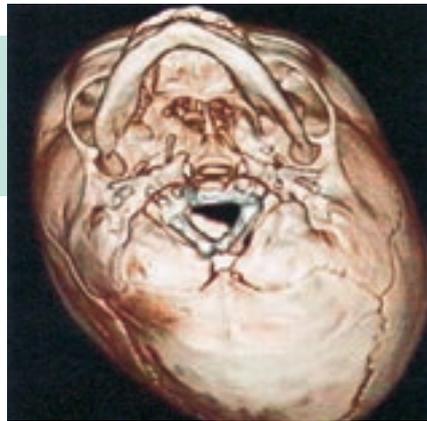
3-D-CT eines lagerungsbedingten Plagiocephalus: Durch die Schädelbasisasymmetrie ist der Unterkieferasymmetrie unterschiedlich lang.
